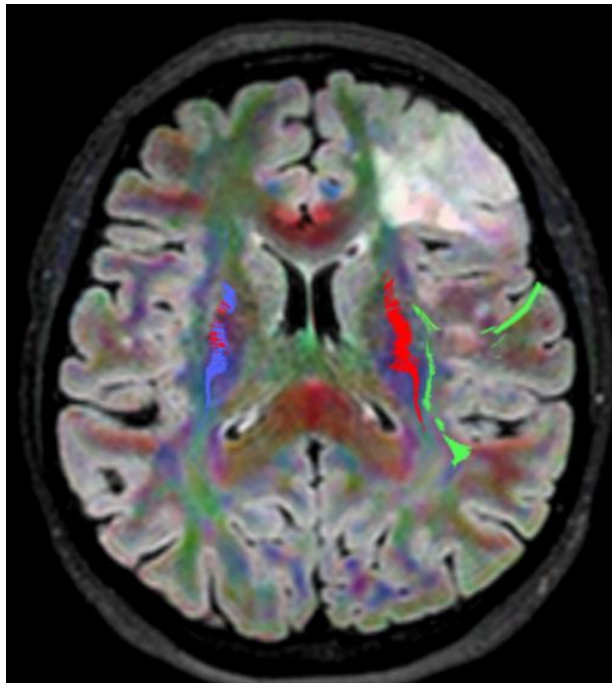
МРТ-трактографія хворого С. (№3214/21). Внутрішньомозкова пухлина лівої лобової частки (гістологічно – дифузна гліома 3 ступеня анаплазії). Зелений колір – дугоподібний пучок (fasciculus arcuatus, пучок Рейля), червоний – кортико-спінальний тракт
